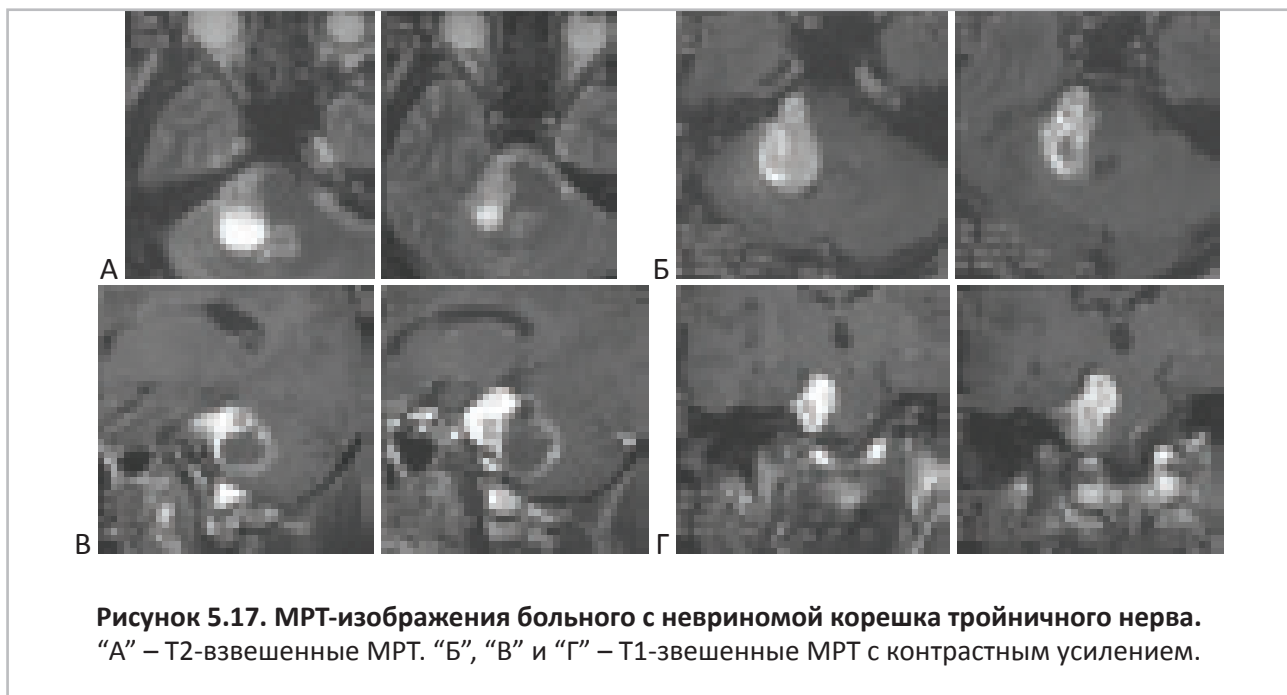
МРТ-изображения больного с невриномой корешка тройничного нерва. “А” – T2-взвешенные МРТ. “Б”, “В” и “Г” – T1-взвешенные МРТ с контрастным усилением.
